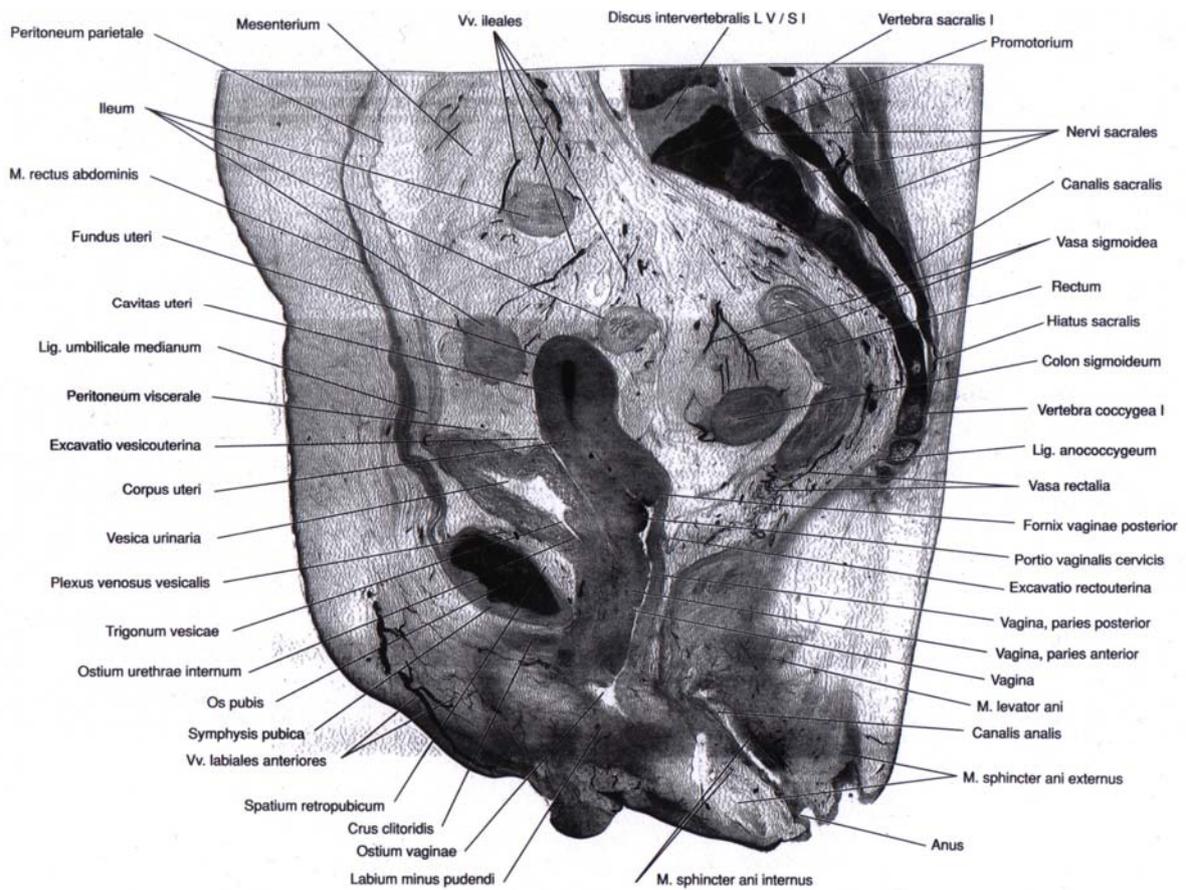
Anatomie des kleinen Beckens und des Beckenbodens mit Strukturen die an der Blasenfunktion beteiligt sind (Romrell et al: Der menschliche Körper: Schnittanatomie und Tomographie. 2.Auflage , Berlin /Wiesbaden 1996).
